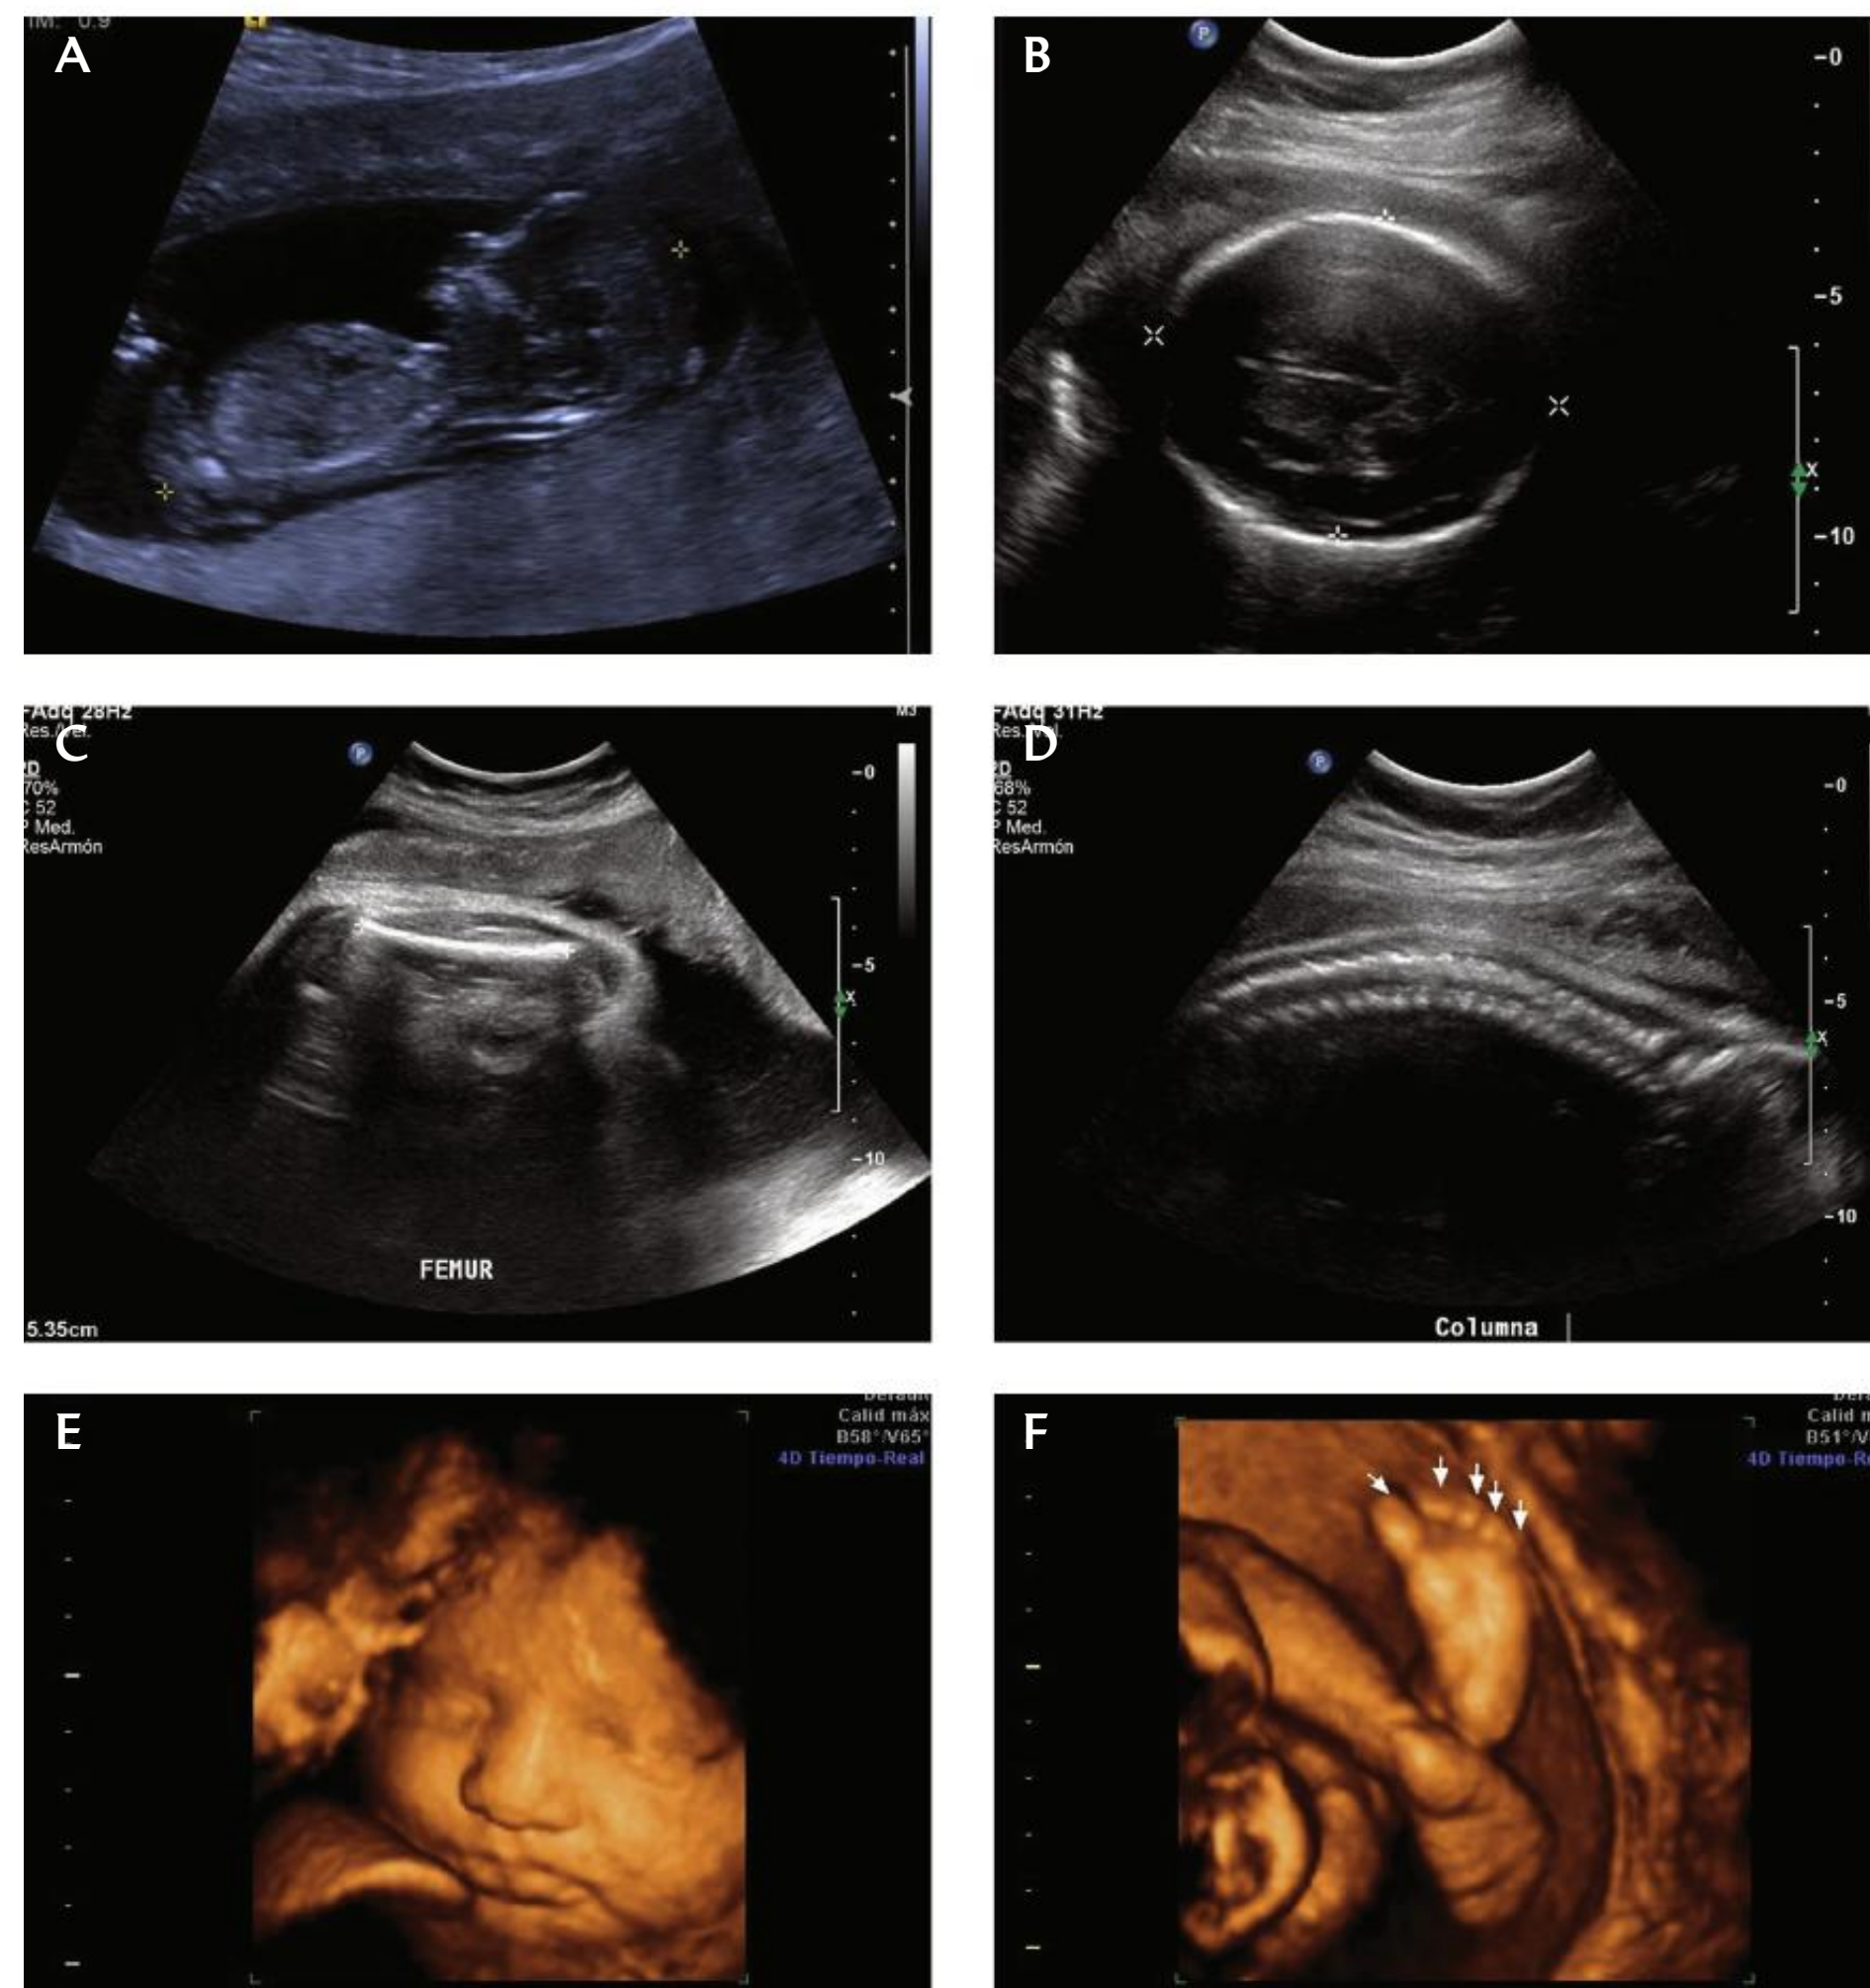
Ecografía de fetos humanos de diferentes semanas de gestación. A. Medición de la longitud C-R. B. Diámetro cefálico anteroposterior y biparietal. C. Longitud del fémur. D. Análisis de la columna vertebral. E. Cara fetal. F. Pie fetal (cortesía de la Dra. Sandra Jordán Herrera y del Dr. Alejandro Muro. Ciudad de México)
